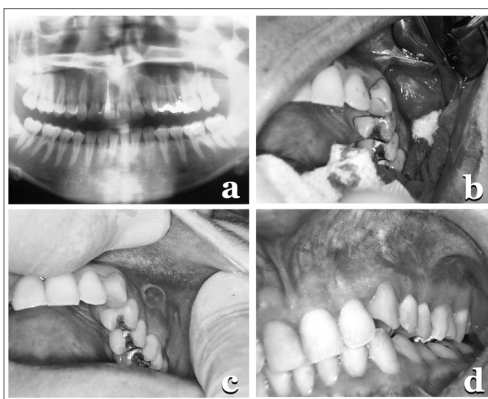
(a) Radiografia panorâmica mostrando área radiolúcida, unilocular, limites definidos, na região de canino a primeiro molar do lado direito, com dente incluído envolvido na lesão; (b) Loja cirúrgica contendo em seu interior o cisto, com cápsula rompida, mostrando um agregado de queratina de cor esbranquiçada; (c) Presença de fístula; (d) Caso clínico final com mucosa exibindo aspecto de normalidade.
